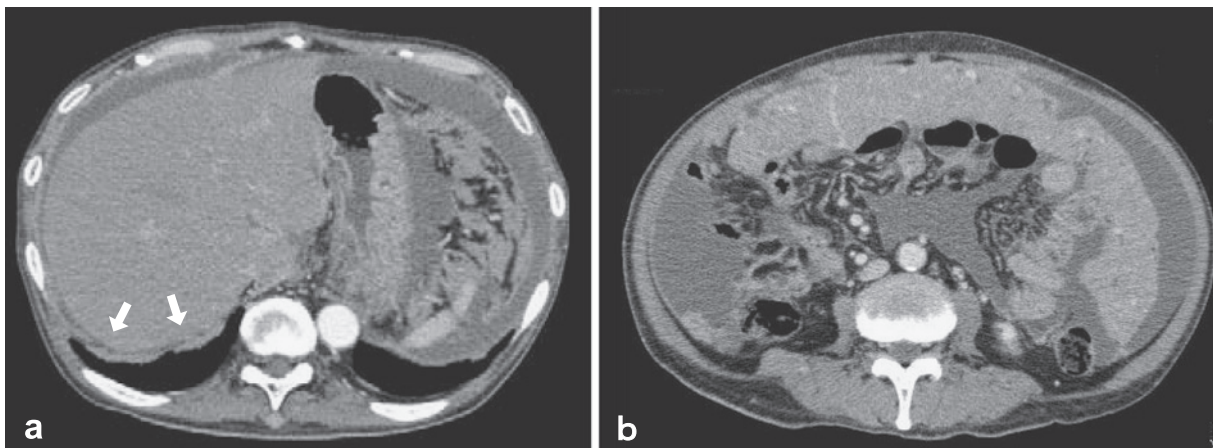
An enhanced CT showed (a) localized pleural thickening (arrows) and (b) a large volume of ascites and a thickening of nodes in the parietal pleura.
